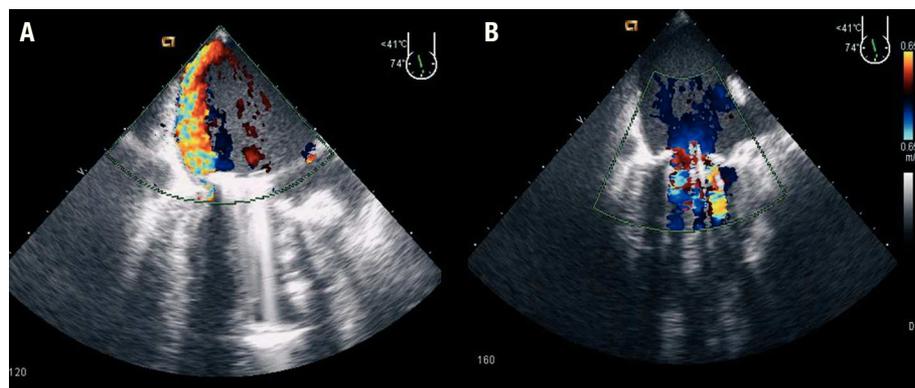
A: ecografía transesofágica que muestra insuficiencia mitral periprotésica lateral en situación basal. B: desaparición de la insuficiencia mitral tras la implantación de un dispositivo Amplatzer ductal.
